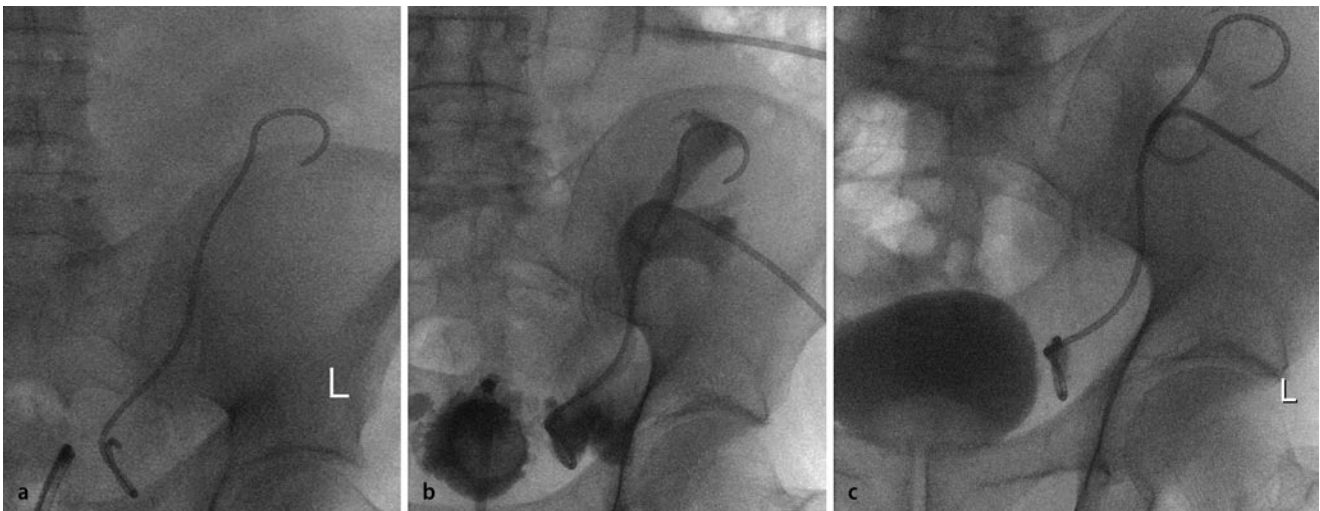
▲ a Röntgenologische Darstellung des DJ-Ureterkatheters im Bereich einer linksseitigen Transplantatniere. b Progrades Ureteropyelogramm über eingelegte Nephrostomie ins Hohlssystem der Transplantatniere: Darstellung einer Extravasation prävesikal. c Auffüllung der Harnblase mit Kontrastmittel: fehlende Verbindung zwischen Ureter und Harnblase bei Ureternekrose mit paravesikaler DJ-Dislokation
